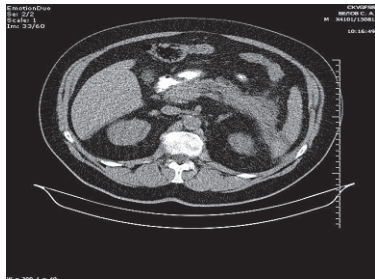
Больной Б. КТ брюшной полости. Положительная динамика в виде уменьшения размеров ПЖ, уменьшения зон инфильтрации парапанкреатической клетчатки. В проекции хвоста ПЖ патологическая зона неоднородно-жидкостной плотности 94 x 45 мм, протяженностью 55 мм
